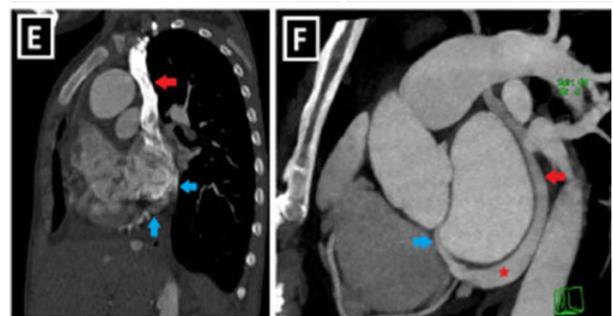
Angio-TDM thoracique VCSG communiquant avec le sinus coronaire dilaté
